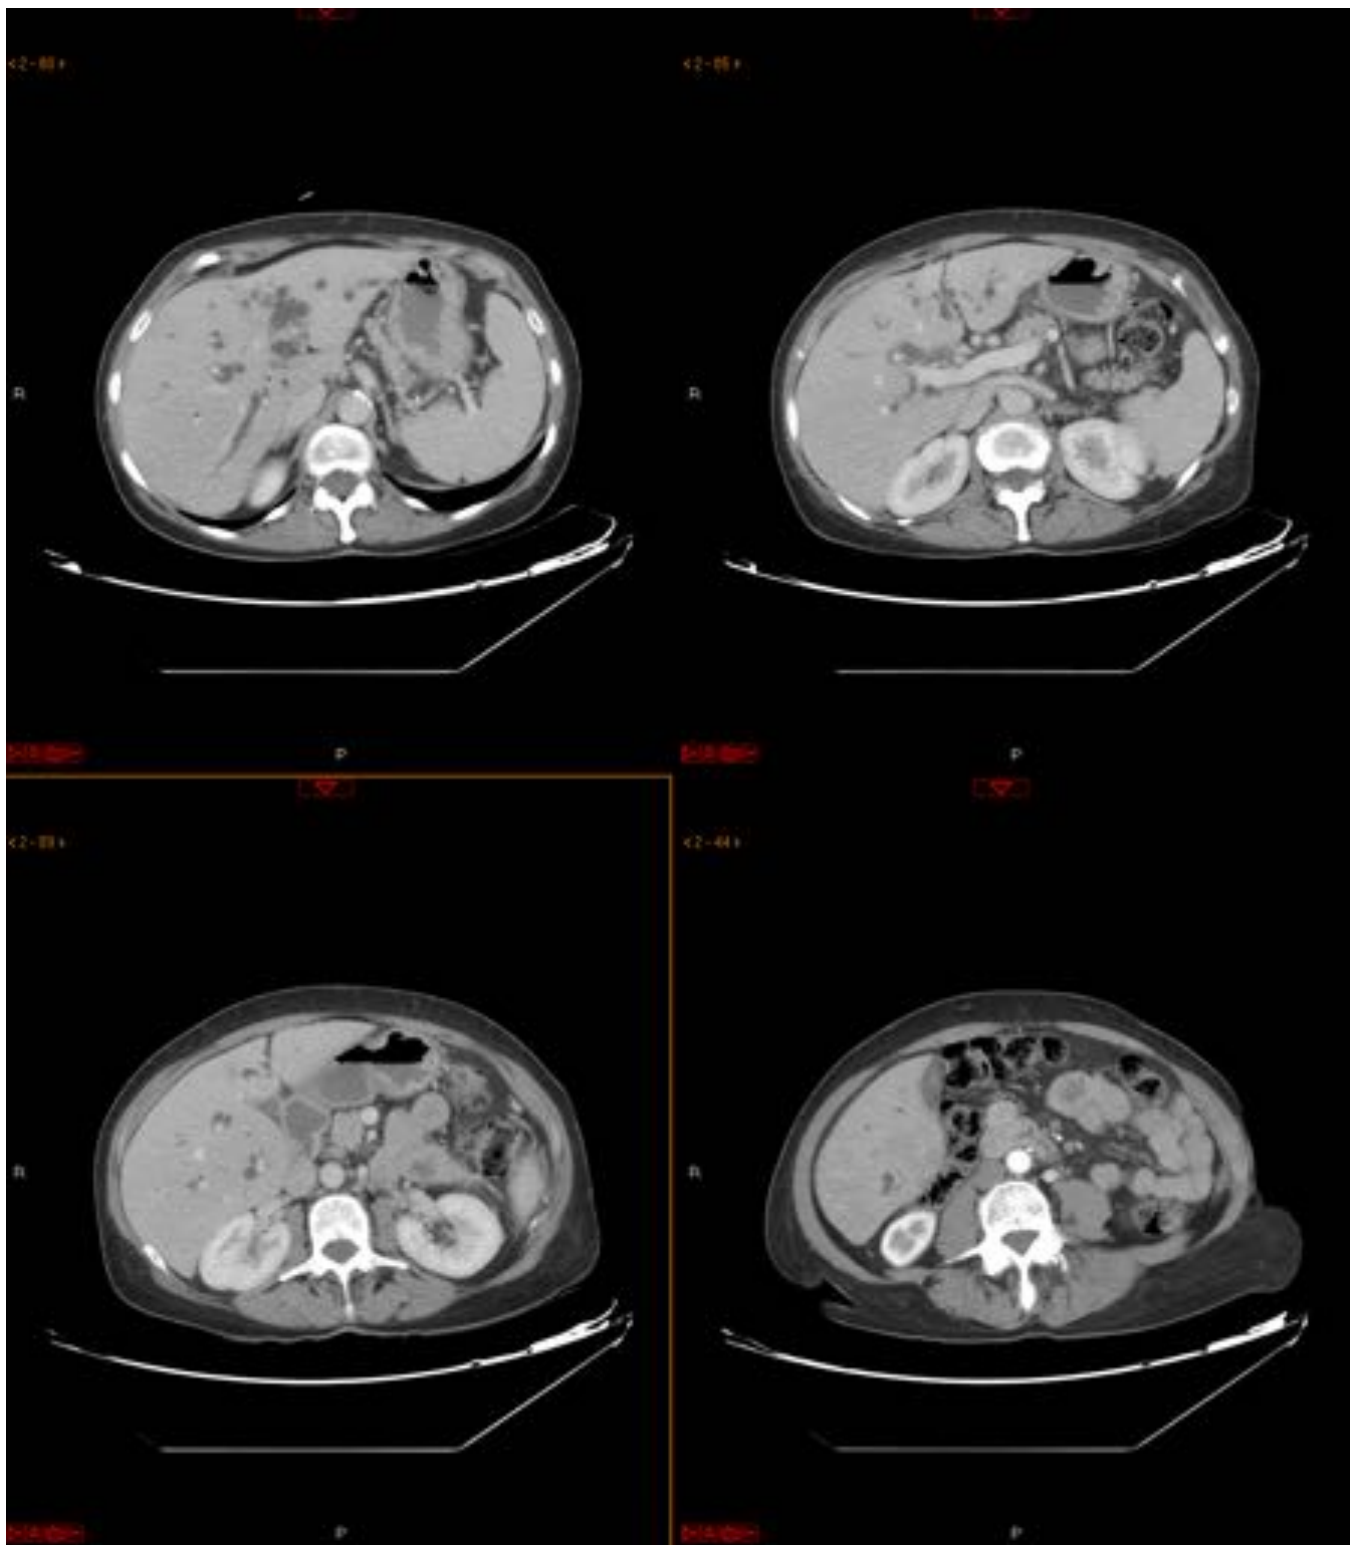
Mujer de 71 años que ingresa con sospecha de tumor en placa hiliar (valorado en ecografía). TAC abdominal (fase portal): moderada dilatación de la vía biliar intratrahepática con stop abrupto en placa hiliar sin observar clara imagen de neoformación a este nivel. Colédoco prácticamente colapsado. Se observan pequeñas adenopatías epifrénicas y celíaca. Discreta ascitis. Diagnóstico definitivo: tumor de Klastkin.
